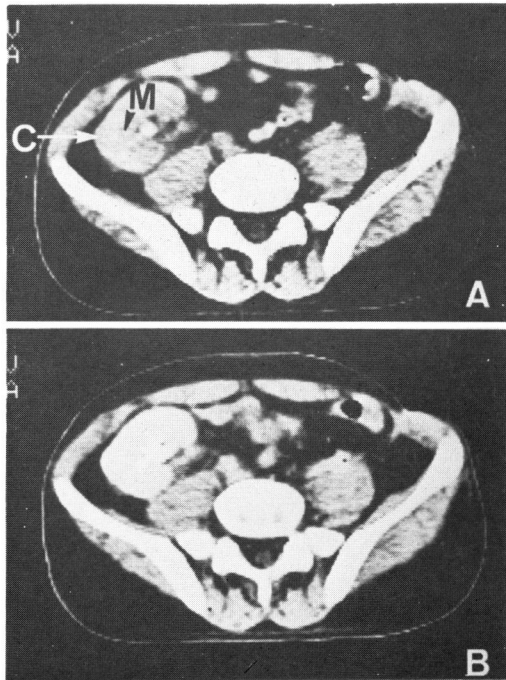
移植腎 CT による enhancing index (EI) の計算 (Case 1060961, 血清 creatine 2.6 mg/dl) A: 静注前 B: 静注10分後 C: 皮質 CT 値, M: 髓質 CT 値
